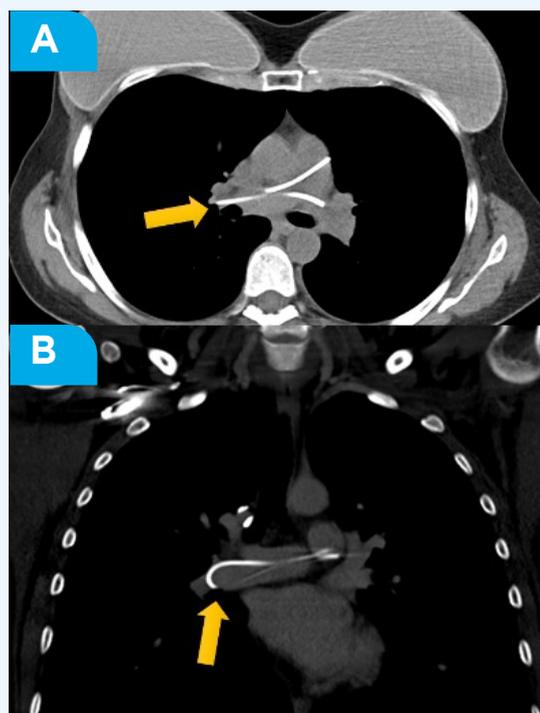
A. Tomografía de tórax con ventana mediastinal en plano axial y B. coronal tomada en otra institución previo al ingreso por el servicio de emergencia de la Clínica Internacional, evidenciándose el catéter migrado en las arterias pulmonares (Flechas amarillas).
